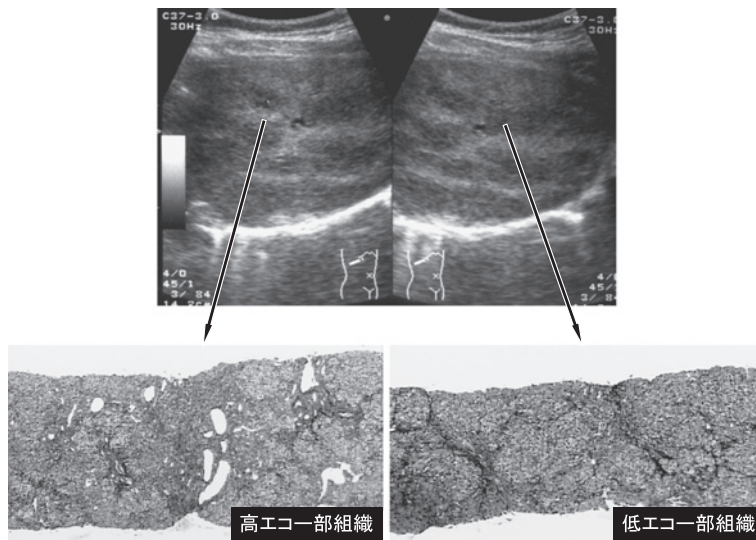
超音波ガイド下狙撃肝生検 (1999年3月施行)
